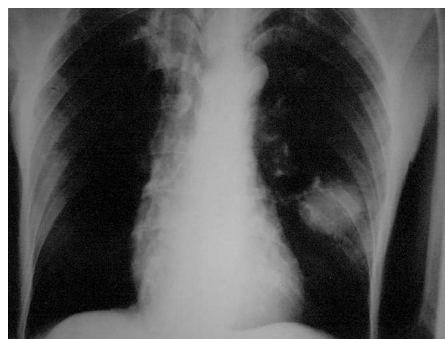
Radiografía de tórax que revela masa redondeada en campo medio pulmonar izquierdo.
